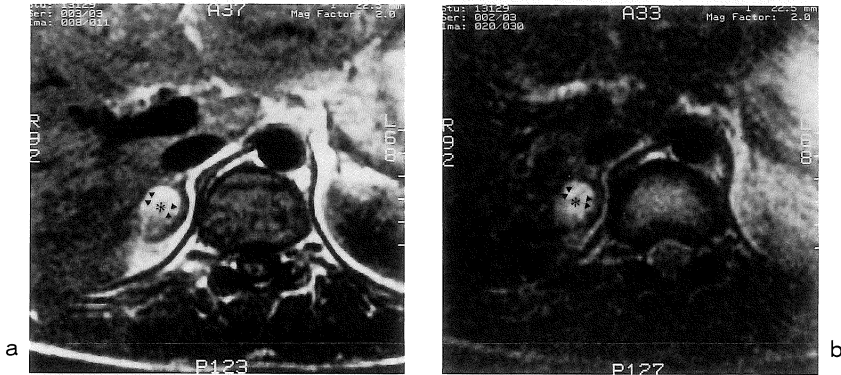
Case 2, follow-up MR image on 20 days after trauma. a) T<sub>1</sub>-WI demonstrates a high intensity mass of the right adrenal gland (asterisk). b) The intensity of the mass is high on T<sub>2</sub>-WI (asterisk). There is a low intensity area around the mass on both T<sub>1</sub>-WI and T<sub>2</sub>-WI (arrowhead). We believe the low intensity area represents a right adrenal gland.
